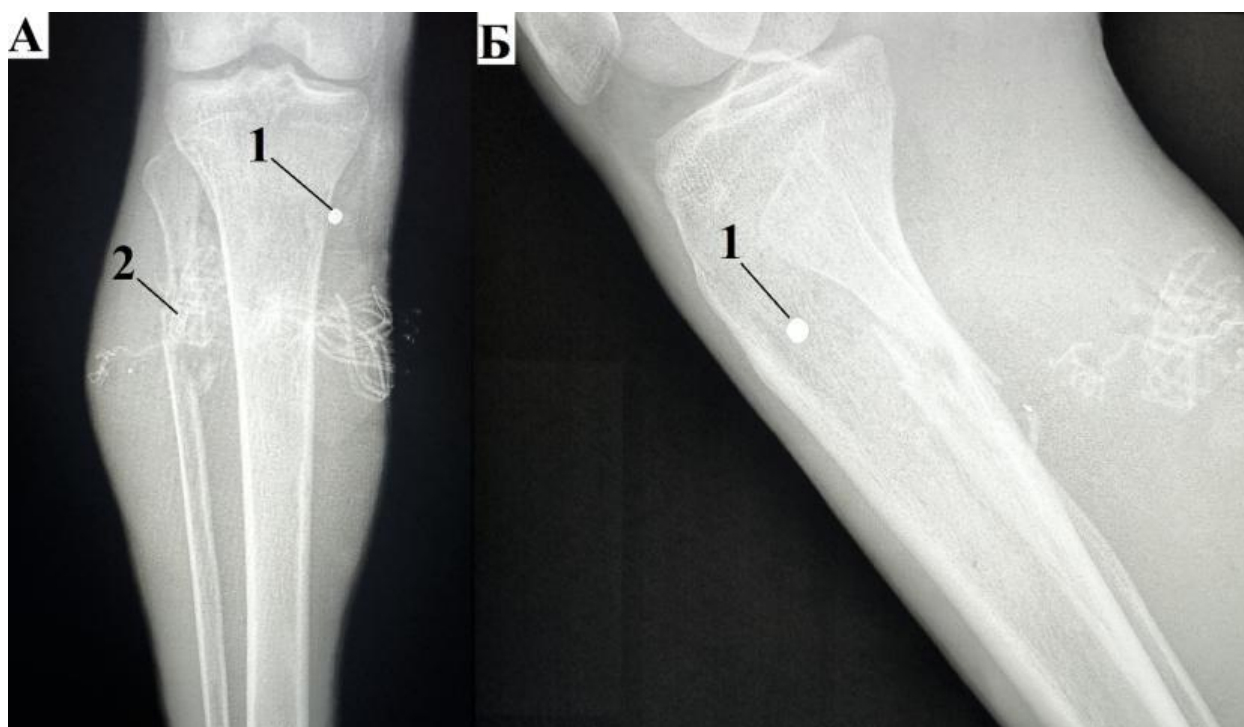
Рентгенография правой голени
